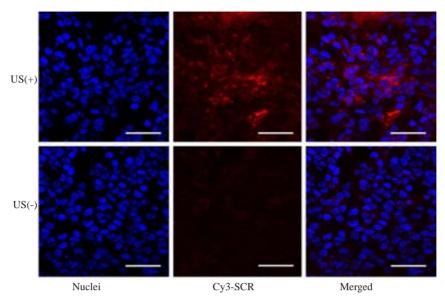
激光共聚焦显微镜检测超声辐照 US (+)组及非超声辐照 US (-)组的 siRNA 递送
